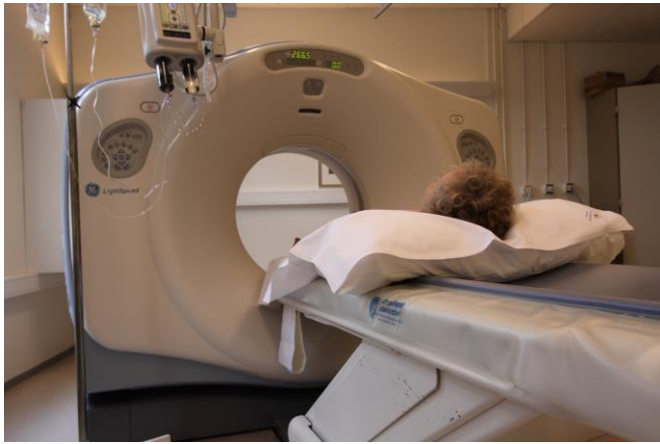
a. En røntgen CT-maskin. Foto: Strålevernet.
